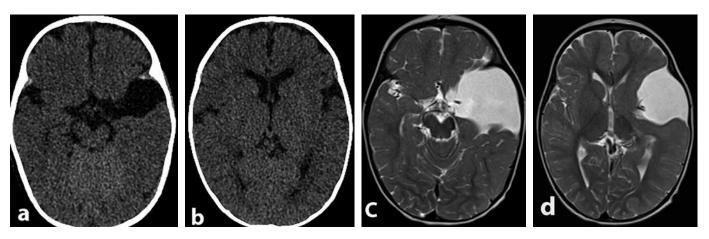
Серия снимков (a, b): КТ в аксиальной проекции, у пациента 6 мес. с бессимптомной АКСЧЯ. Серия снимков (c, d): МРТ в аксиальной проекции, у того же пациента в возрасте 14 мес. Отмечается отрицательная динамика в виде увеличения объёма кисты и нарастания дислокации головного мозга
